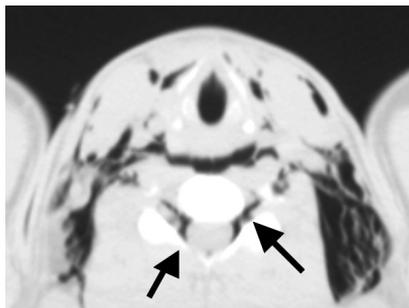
TC cervical. Enfisema subcutáneo en espacios cervicales, paravertebrales, retrofaringeos y en el espacio epidural del canal cervical (flechas).
